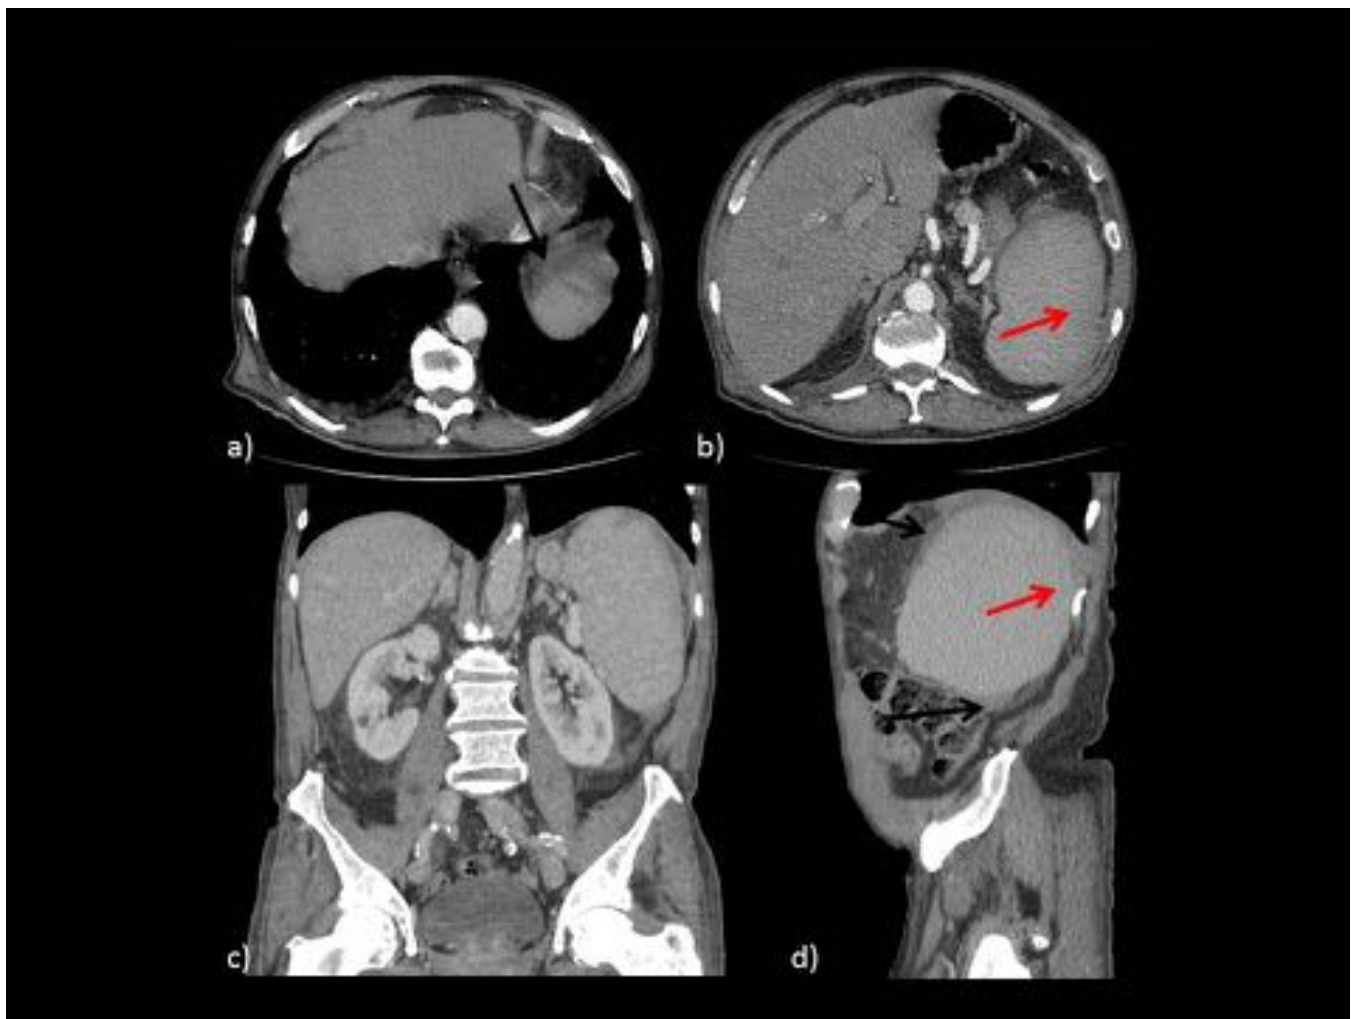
TC con CIV. Imágenes axiales (a y b), coronal (c) y sagital (d). Mismo paciente que en fig. 4 (Policitemia Vera). Mala definición del contorno del polo superior del bazo (flechas rojas) y colección sodensa periesplénica (flechas negras), sugestiva de hematoma subcapsular.
